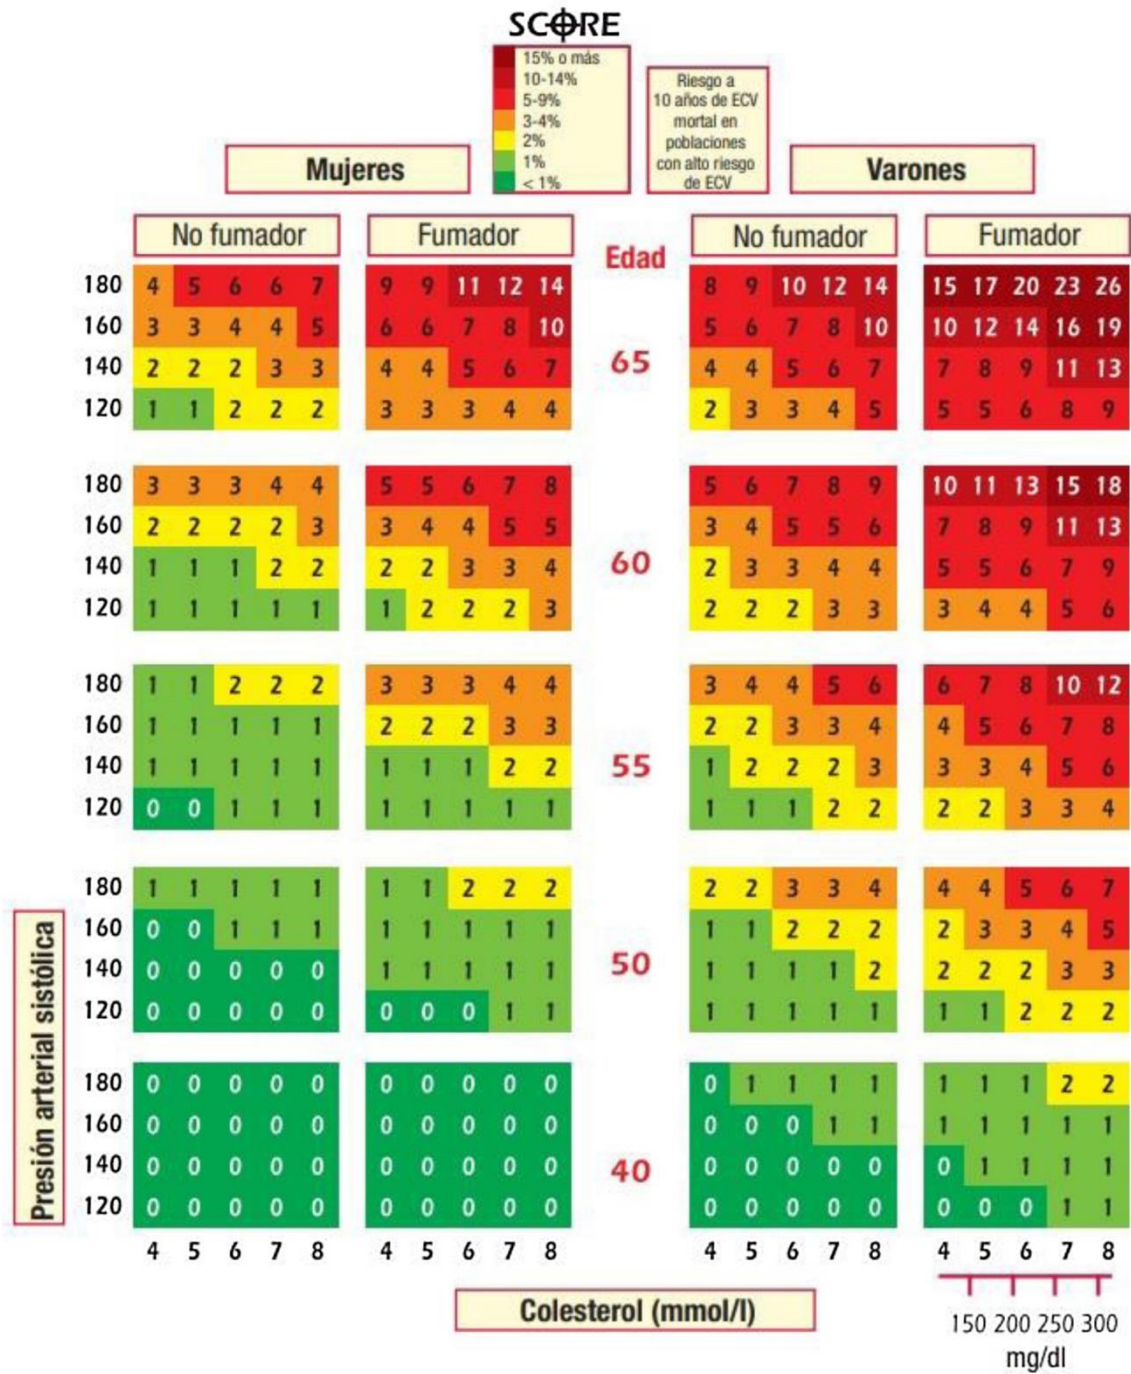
Sistema SCORE (Systematic Coronary Risk Estimation) para países de bajo riesgo cardiovascular que tiene en cuenta la edad, el sexo, la PAS, la concentración plasmática de CT y el tabaco. Conroy RM, Pyörälä K, Fitzgerald AP, et al. Estimation of ten-year risk of fatal cardiovascular disease in Europe: the SCORE project. Eur Heart J. 2003; 24(11):987-1003. doi:10.1016/s0195-668x(03)00114-3.
